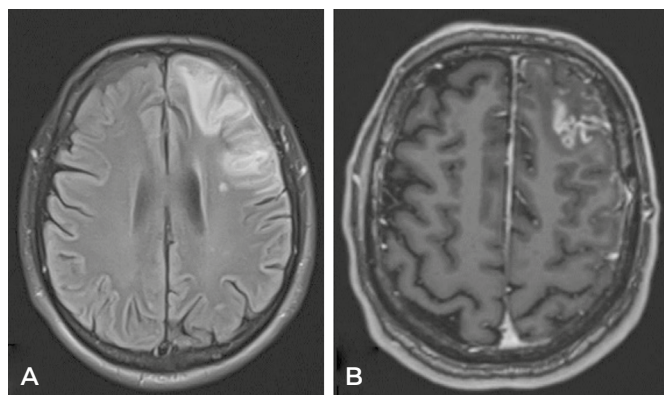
A) RM de cráneo en secuencia FLAIR que muestra hiperintensidad severa de sustancia blanca cerebral frontal izquierda. B) RM de cráneo con contraste que muestra un realce cortical continuo frontal izquierdo.
